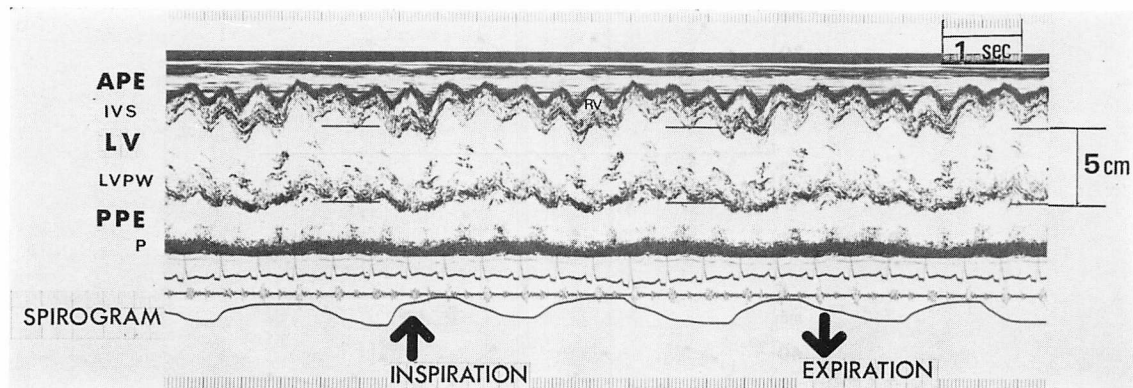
Echocardiogram of the left ventricle from Case 1 (a 13-year-old boy with acute viral pericarditis).
